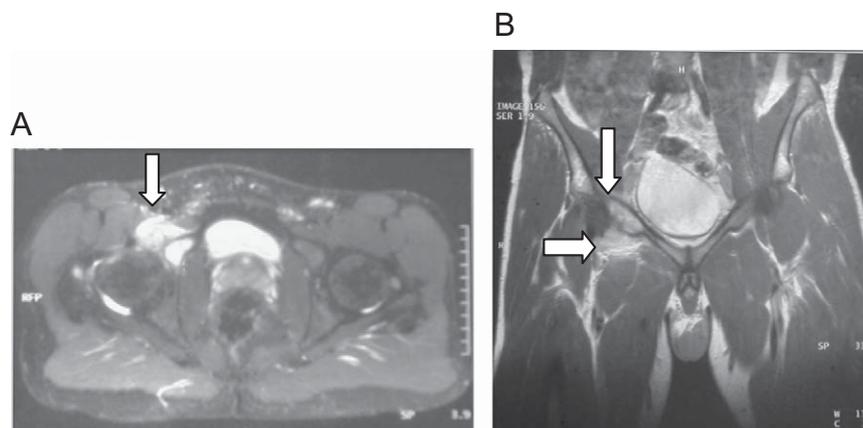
(A) y (B) Imágenes de resonancia magnética, en las que se aprecian signos inflamatorios que afectan al hueso acetabular y a las partes blandas circundantes (flechas), que fueron interpretados inicialmente como sugestivos de patología maligna.
